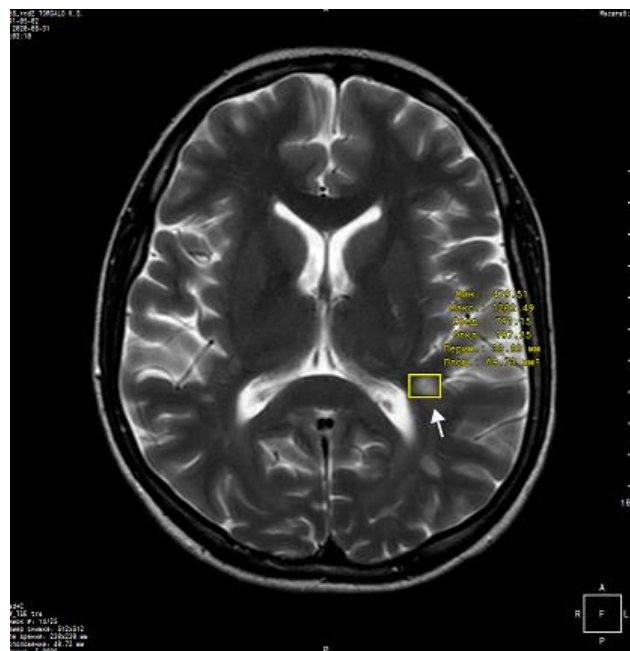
Определение площади очагов РС при МРТ на T2-ВИ
